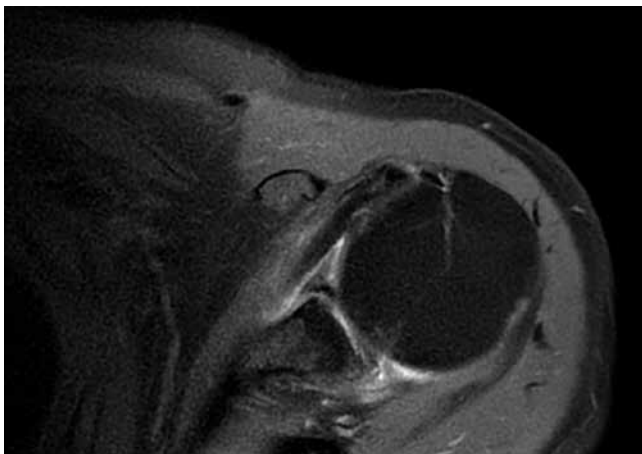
Resonancia magnética de hombro izquierdo en adquisición axial T2 con saturación grasa donde se observa el origen a nivel de la cabeza del húmero del tendón de la porción larga del bíceps.
